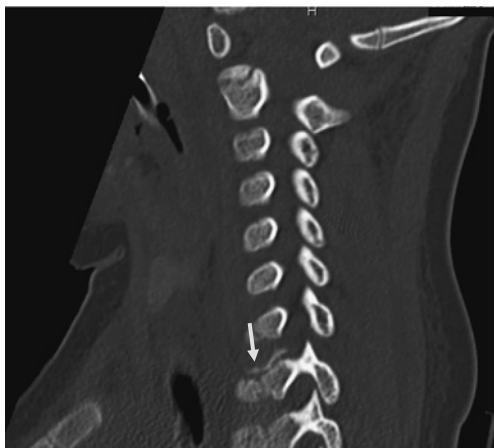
当院来院時の頸椎 CT : Th1 の椎体上部に骨折 (矢印) あり
